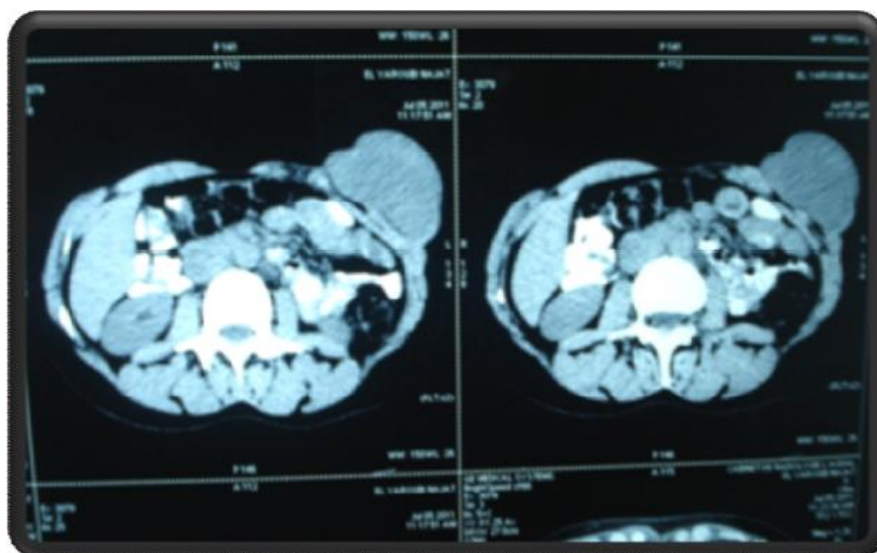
Aspect TDM d'une masse pariétale de densité tissulaire[5].
